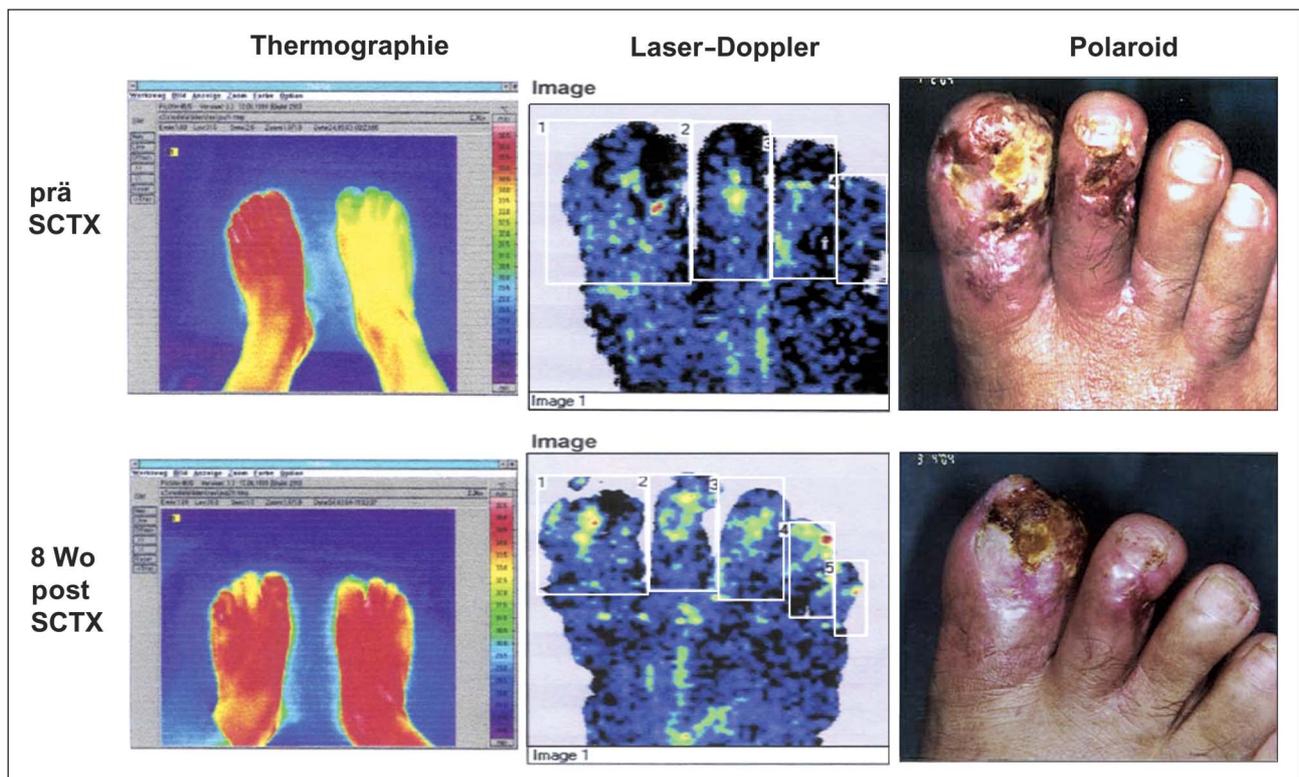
Deutliche Zunahme der Hautoberflächentemperatur (Thermographie) und der digitalen Perfusion (Laser-Doppler) bei gleichzeitiger Wundheilung (Polaroid) innerhalb von 8 Wochen nach autologer intraarterieller Knochenmarks-Stammzelltransplantation (SCTX) bei chronisch kritischer Beinischämie.
